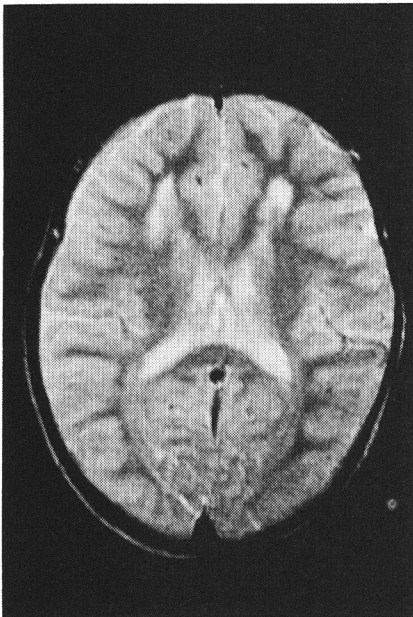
症例1のMRI. TR2000, TE110, T₂強調像
